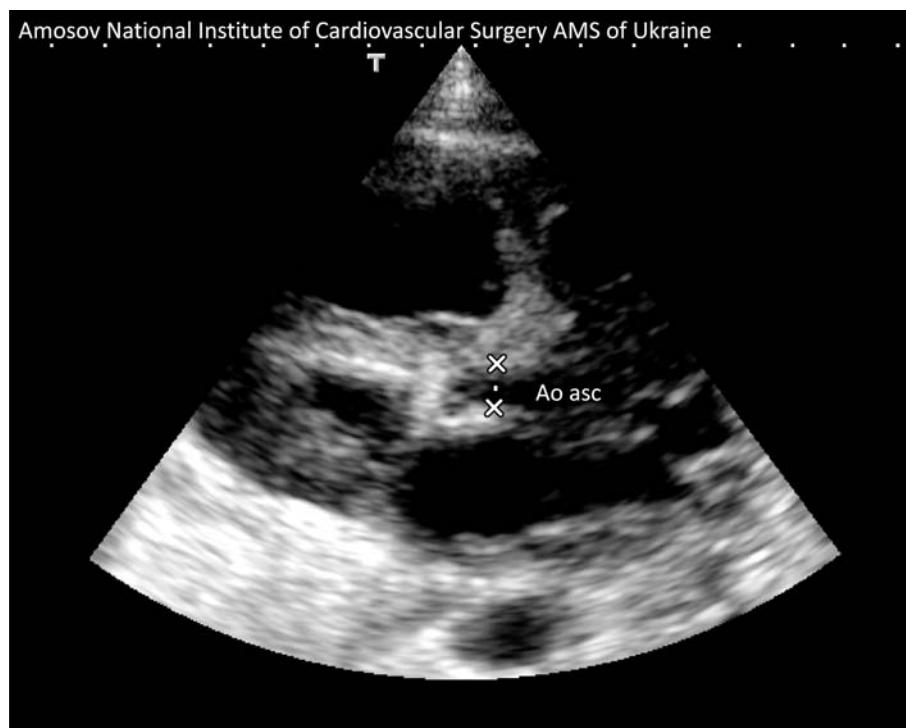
Эхокардиографическое исследование новорожденного Б.: гипоплазия левых камер сердца, атрезия устья аорты и гипоплазия восходящей части аорты (диаметр 4,1 мм).
